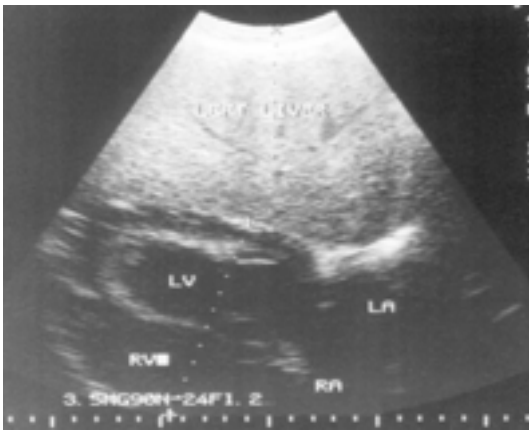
Herzultrasonogramm einer Strauenhenne unter Verwendung eines linken retrokostalen Fensters mit kranialer Schallkopforientierung. Dorsal ist auf der rechten Seite des Bildes. Beachte das 10,8 cm dicke Leberparenchym (angezeigt bei den x Markern). Die + Marker geben den Durchmesser der kurzen Herzachse an (11,1 cm). LV = linke Herzkammer, LA = linke Herzvorkammer, RV = rechte Herzkammer, RA = rechte Herzvorkammer.
